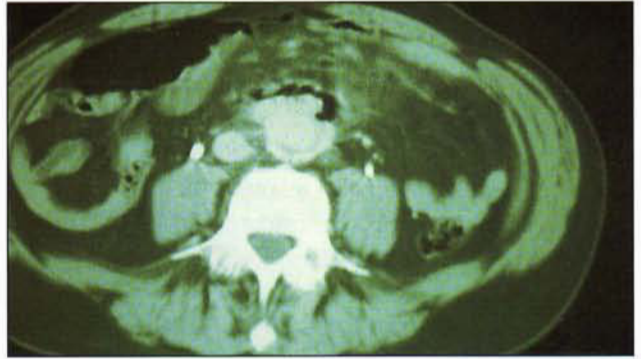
Imagen de TAC de FAO.
